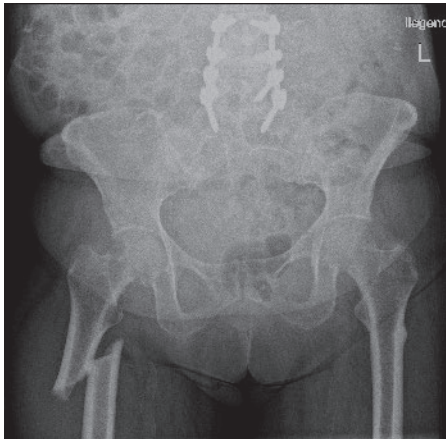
Röntgenaufnahme des Beckens in anterior-posteriorem Strahlengang. Beckenübersicht mit kompletter atypischer Femurfraktur rechts und Spondylodese auf Höhe L3–S1. Kortikalisverdickung am linken Femur lateral im Bereich der proximalen Diaphyse.
